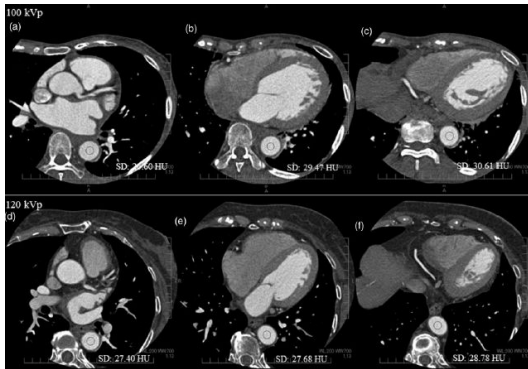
スリムな患者(上段)も肥満患者(下段)もBMI,スカウトX線吸収値をもとに適切な管電流を設定することで撮影条件(100kVp; 120kVp)によらず冠動脈末梢まで良好に描出されている。
